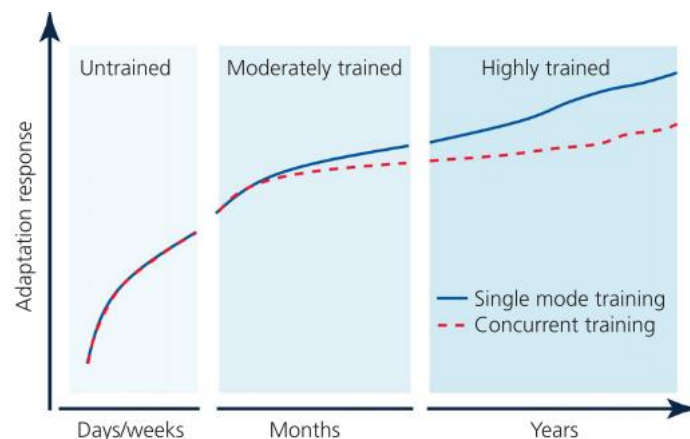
Hypothetische Verlaufskurve der Anpassung bei CT unter Berücksichtigung des Trainingszustands (Coffey & Hawley, 2017, S.2889)
